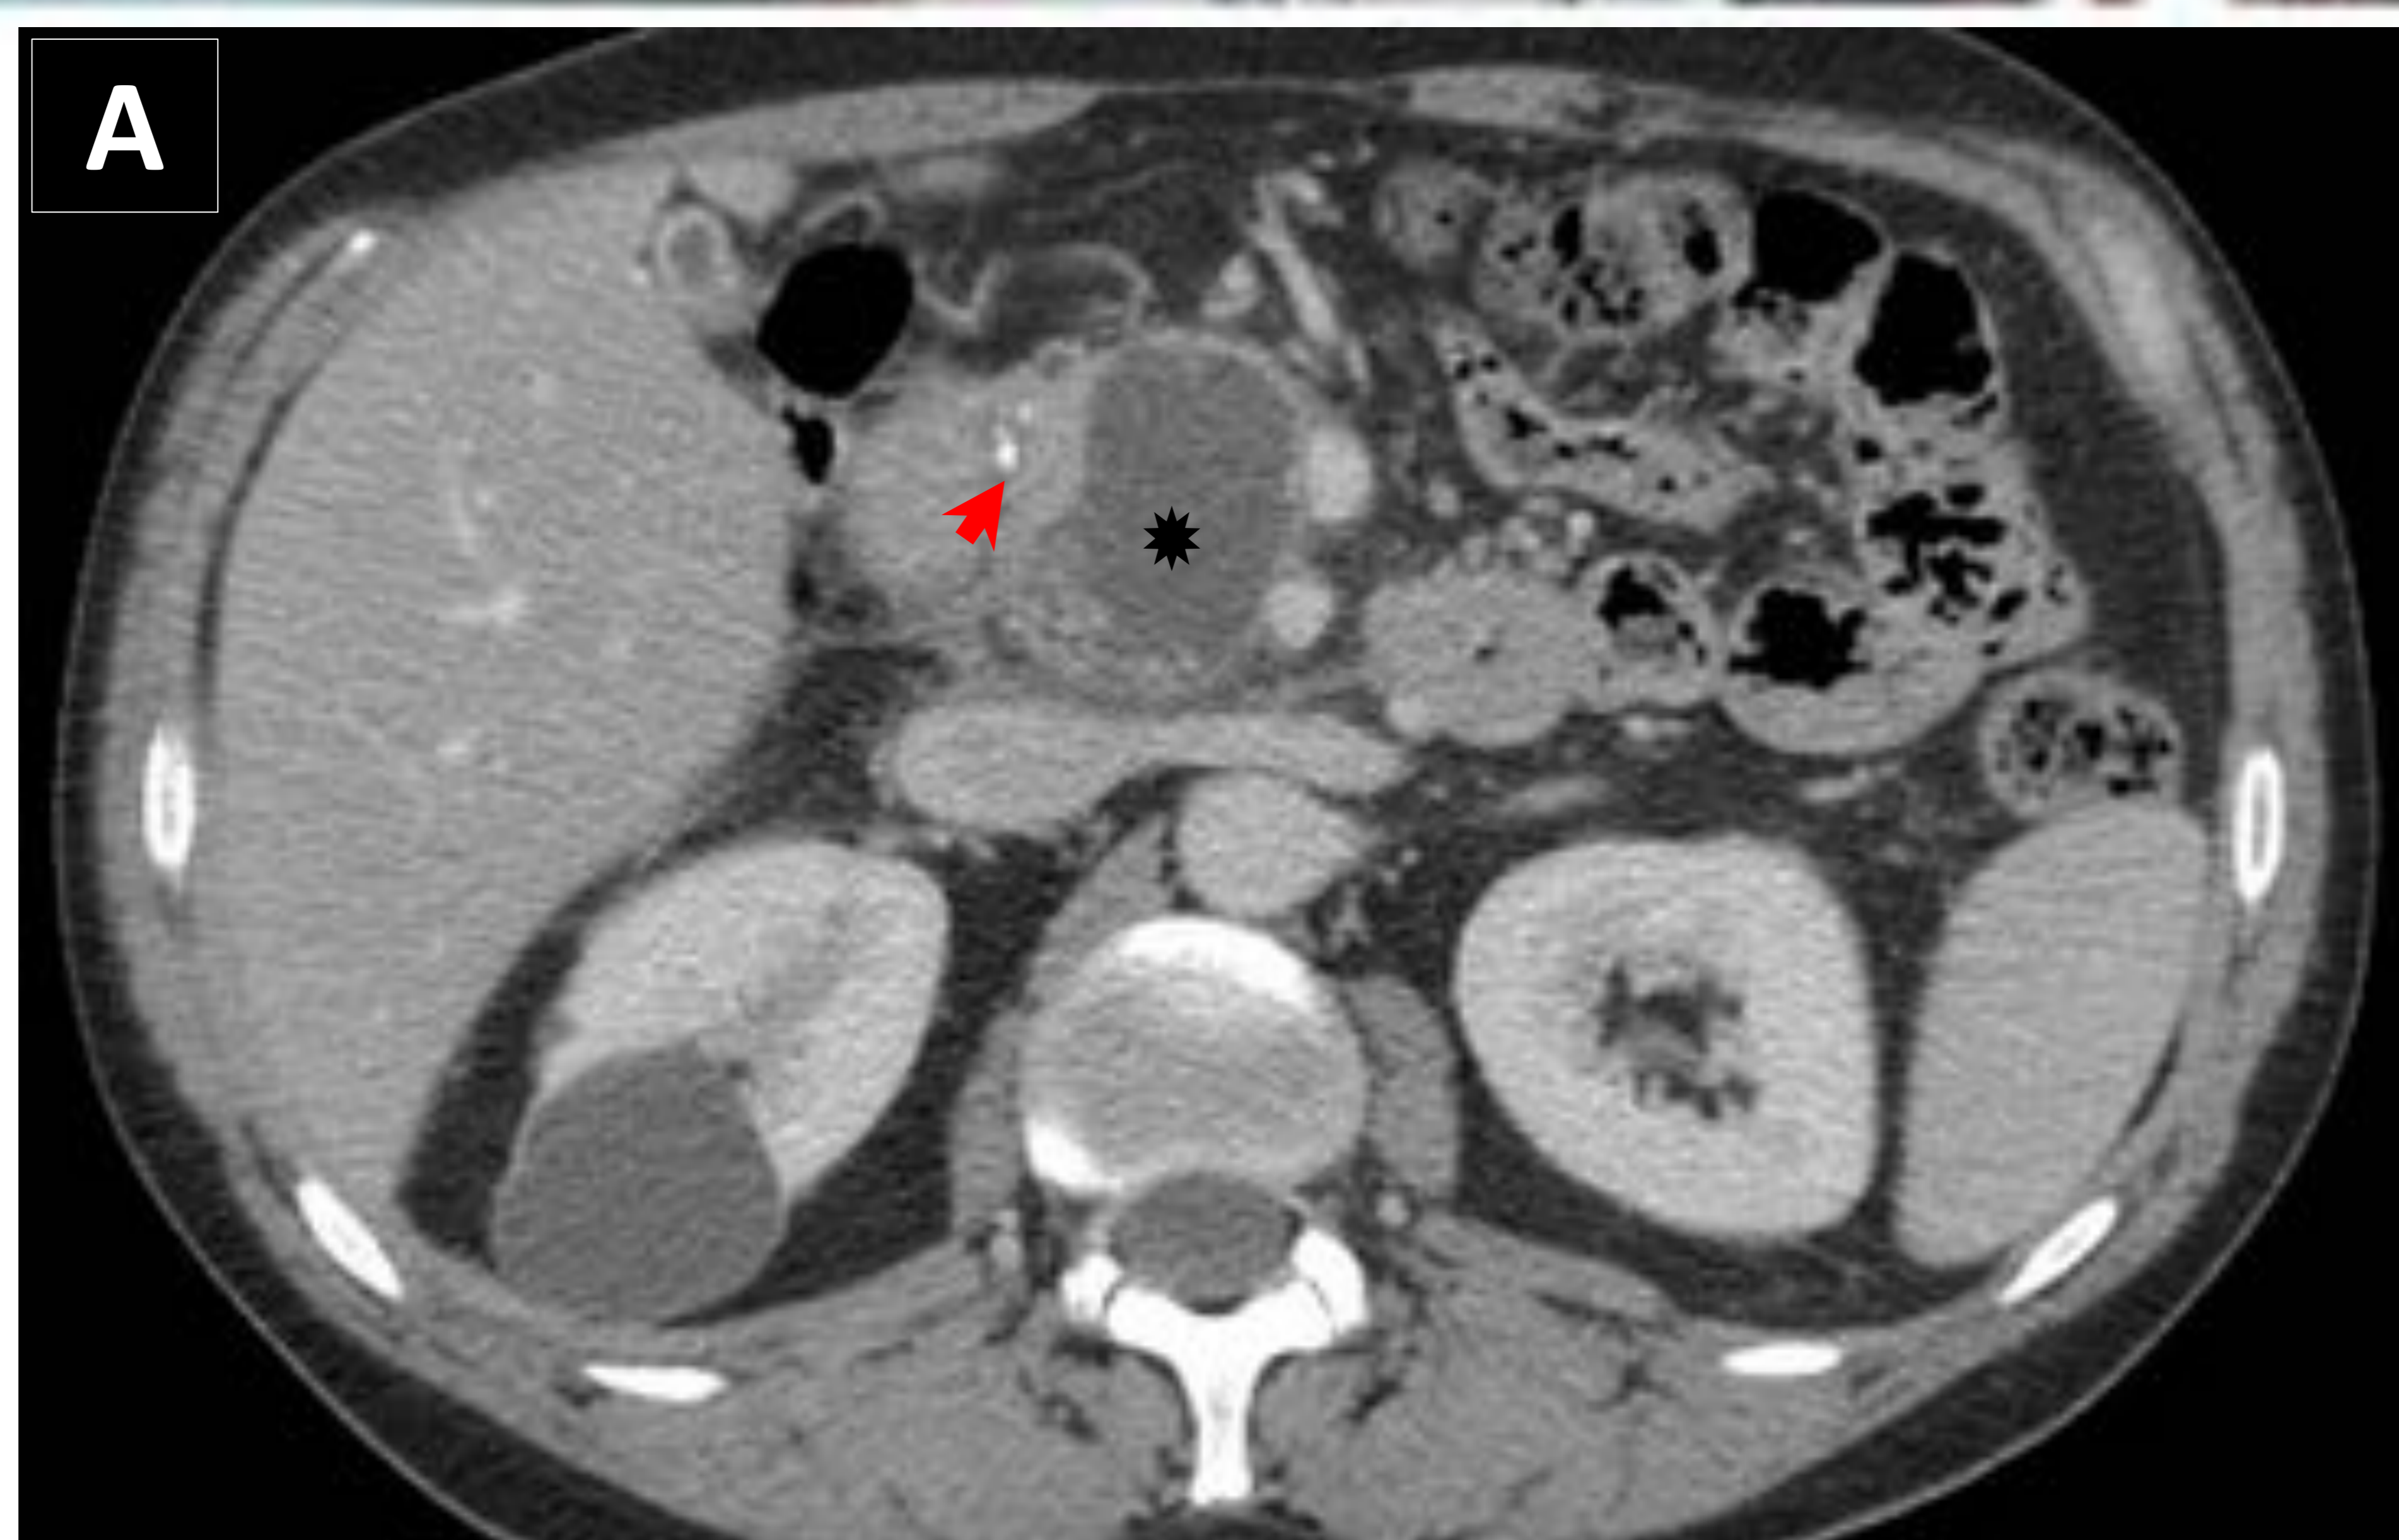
PSEUDOQUISTE PANCREÁTICO. Paciente de 58 años de edad con antecedente de pancreatitis crónica calcificante, tabaquismo y enolismo activo, quien 6 semanas después de un cuadro de exacerbación de dolor abdominal, se realiza TC con contraste corte axial (A), que identifica lesión quística unilocular con probables detritus en su interior localizada en cabeza pancreática (asterisco negro) además de calcificaciones en la cabeza de páncreas (punta de flecha roja) en relación a pancreatitis crónica. En la RM T2 TSE (B) dicha lesión presenta aspecto hiperintenso (asterisco rojo) y se evidencian mejor los detritus en su región declive (flecha amarilla), que en la RM con contraste (C) no presentan captación de contraste (flecha amarilla), todo ello sugestivo de pseudoquiste pancreático.
